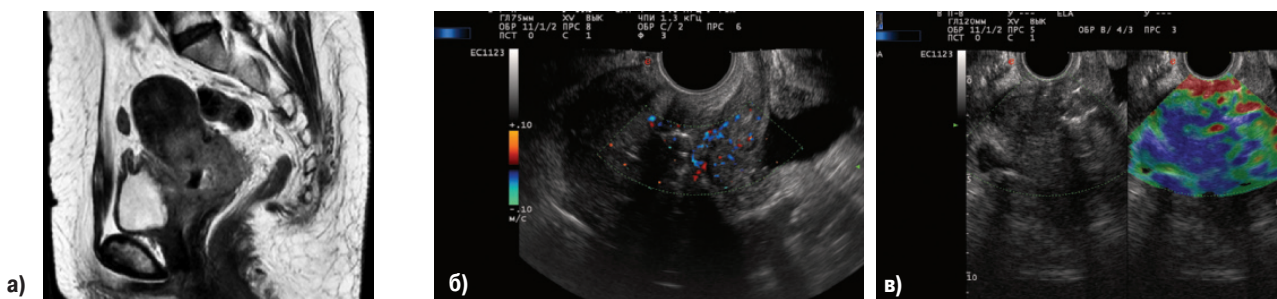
РШМ IVа стадии. Распространение опухоли на заднюю стенку мочевого пузыря: а) МРТ-исследование, б) в режиме доплерографии, в) в режиме эластографии
